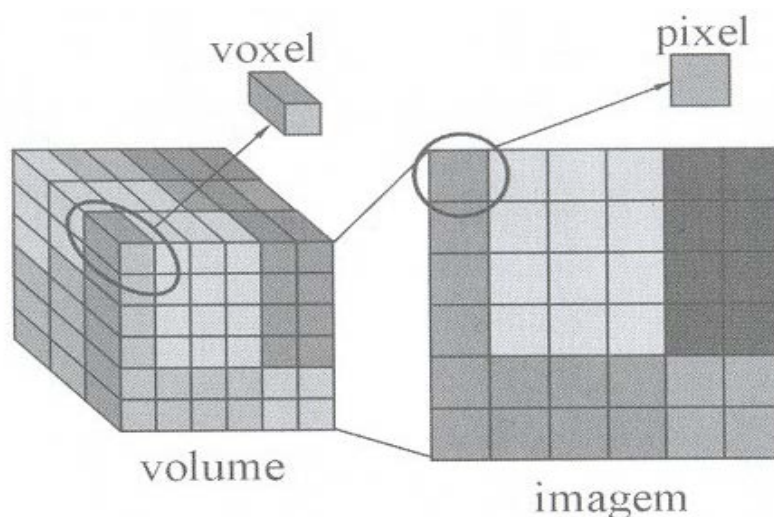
Transformação de uma fatia de volume para geração da imagem digital por TC. Fonte: MOURÃO, 2007.
